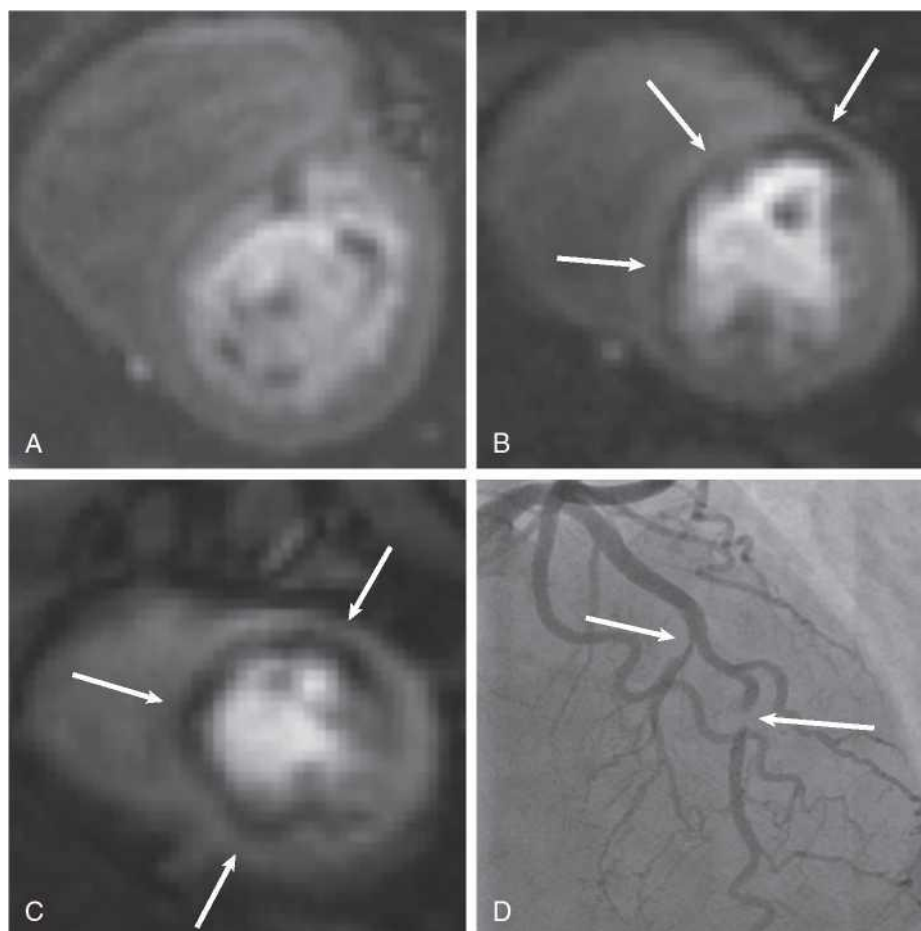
Large myocardial perfusion defect in adenosine stress CMR. (A) Short-axis view, basal level: no perfusion defect. (B) Short-axis view, mid-ventricular level: stress-induced hypoenhancement in the mid-inferoseptal, mid-anteroseptal, and mid-anterior segment (arrows). (C) Short-axis view, apical level: hypoenhancement in the apical inferior, apical septal, and apical anterior segment (arrows). (D) Corresponding invasive coronary angiogram with a subtotal mid-LAD stenosis and stenosis of a septal branch (arrows). CMR, Cardiac magnetic resonance.
